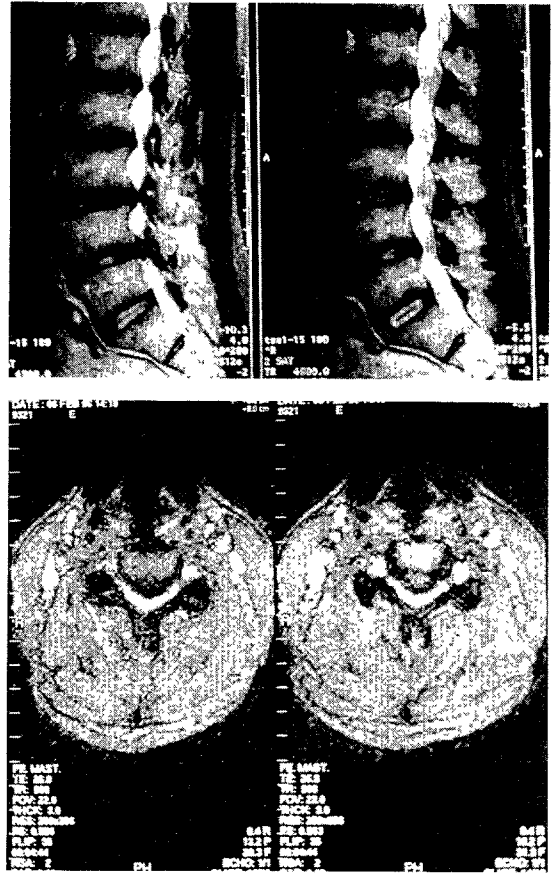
Preoperative MRI findings.
